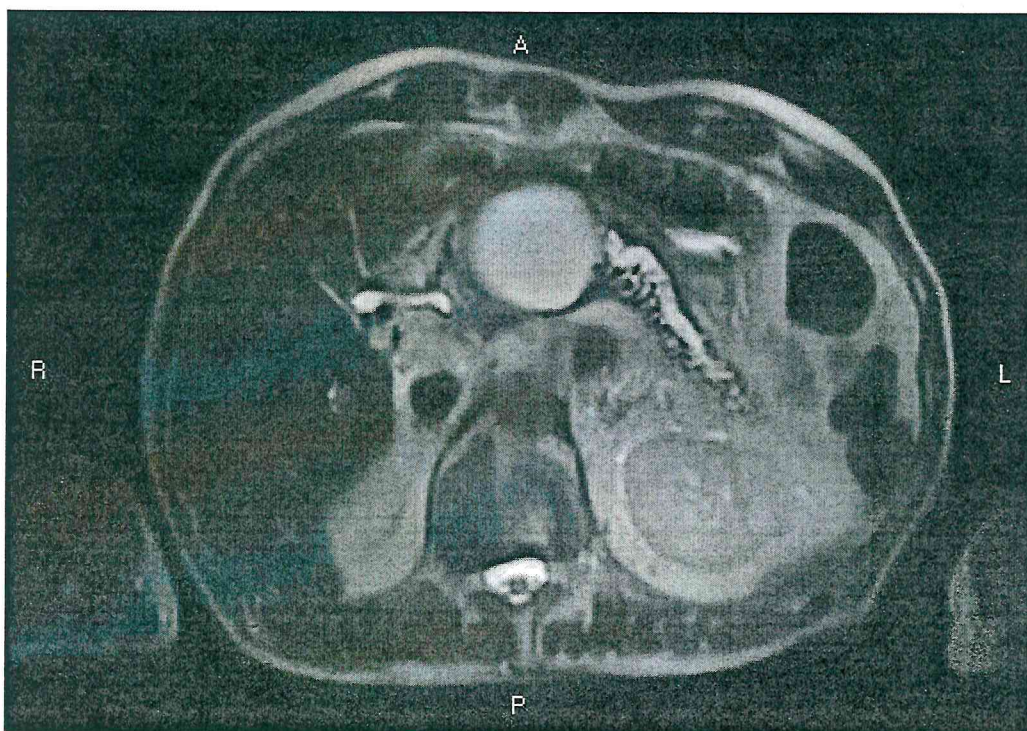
Магнитно – резонансная томография брюшной полости брюшной полости и забрюшинного пространства с болюсным контрастированием (профильная проекция) больного Д. 52 года
